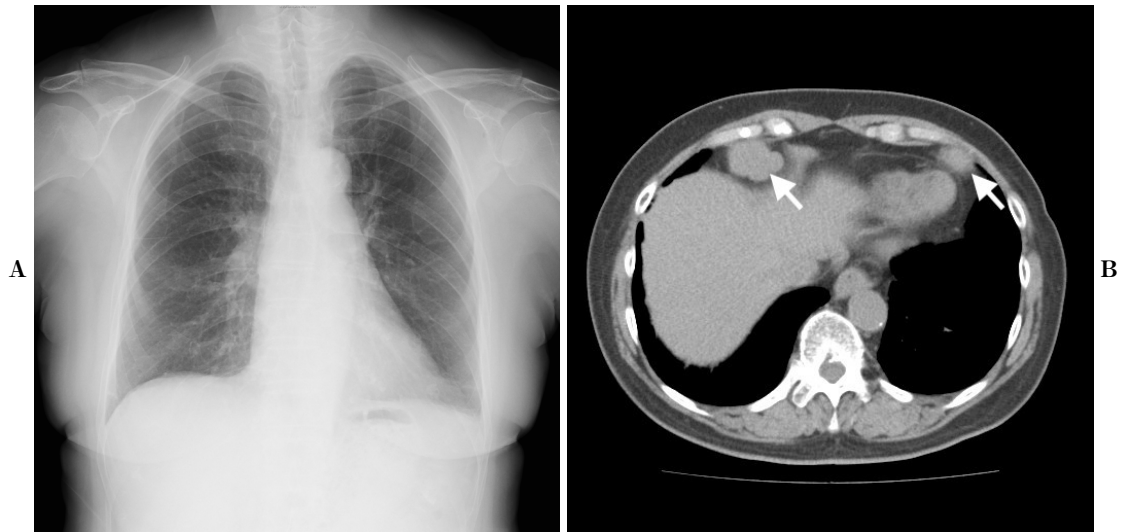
(A) Chest X-ray showed no abnormalities. (B) Computed tomography revealed masses (arrows) in the bilateral supradiaphragmatic adipose tissue.
